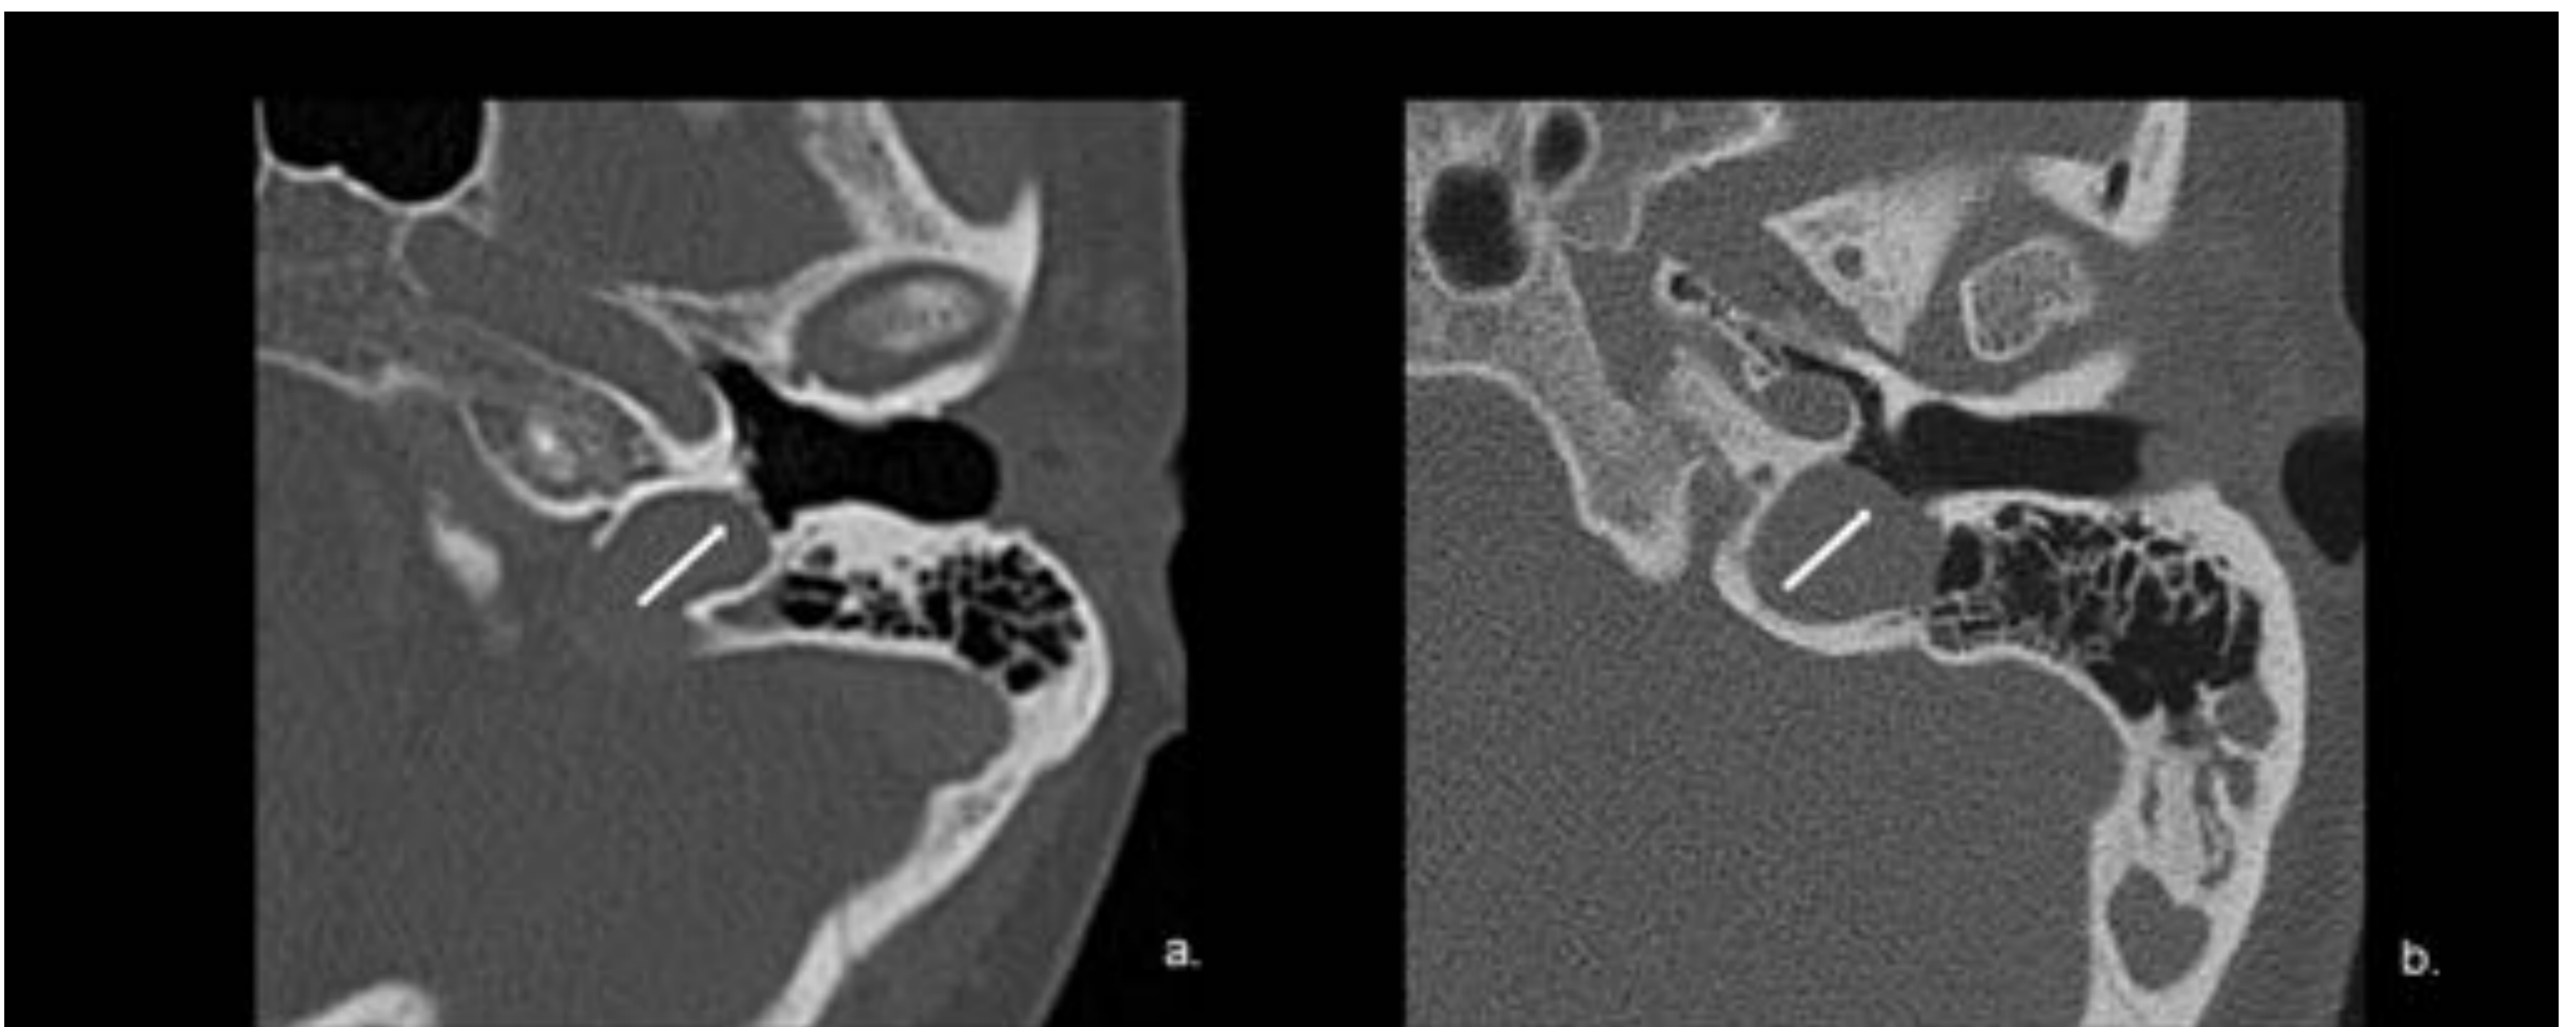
TC de peñascos. (a.) Bulbo yugular alto con placa sigmoidea intacta (flecha), se evidencia por la extensión del bulbo yugular por encima del nivel del conducto auditivo interno. (b). Bulbo de la yugular alto y dehiscente (flecha) en el lado izquierdo con divertículo yugular asociado.
